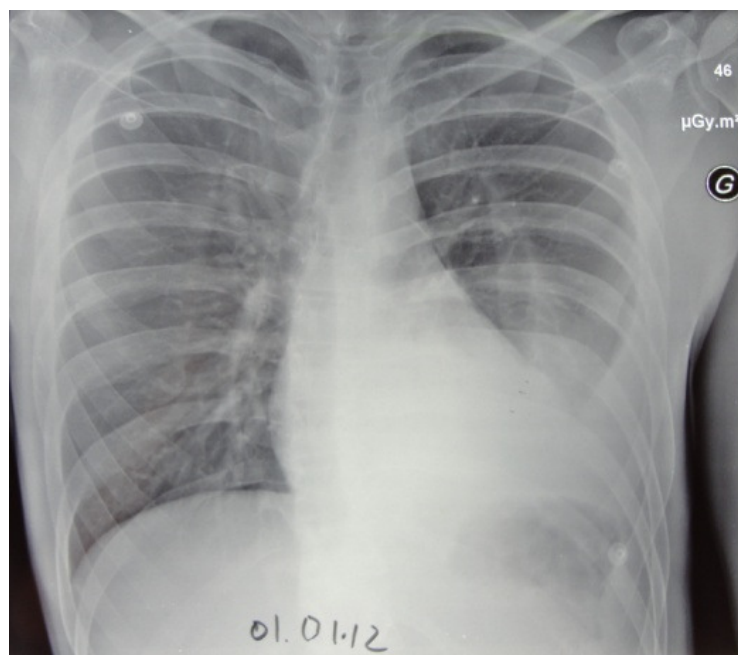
Radiographie du thorax de Monsieur T. du 01/01/12
